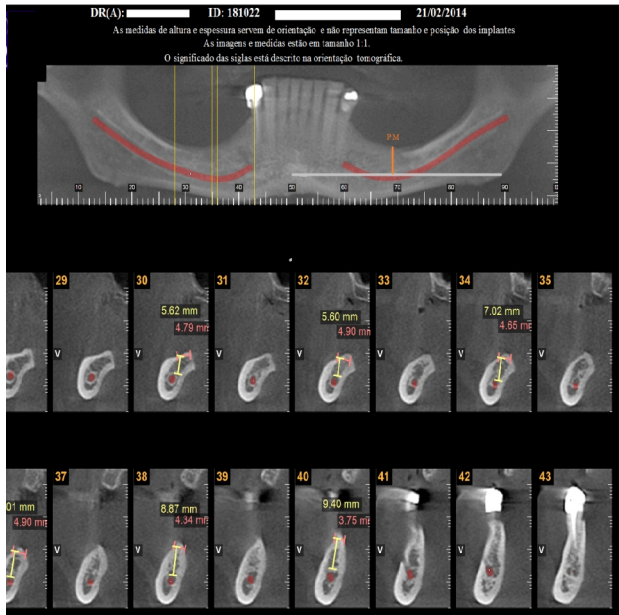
Tomografia de mandíbula. Ponto Médio (linha laranja).
